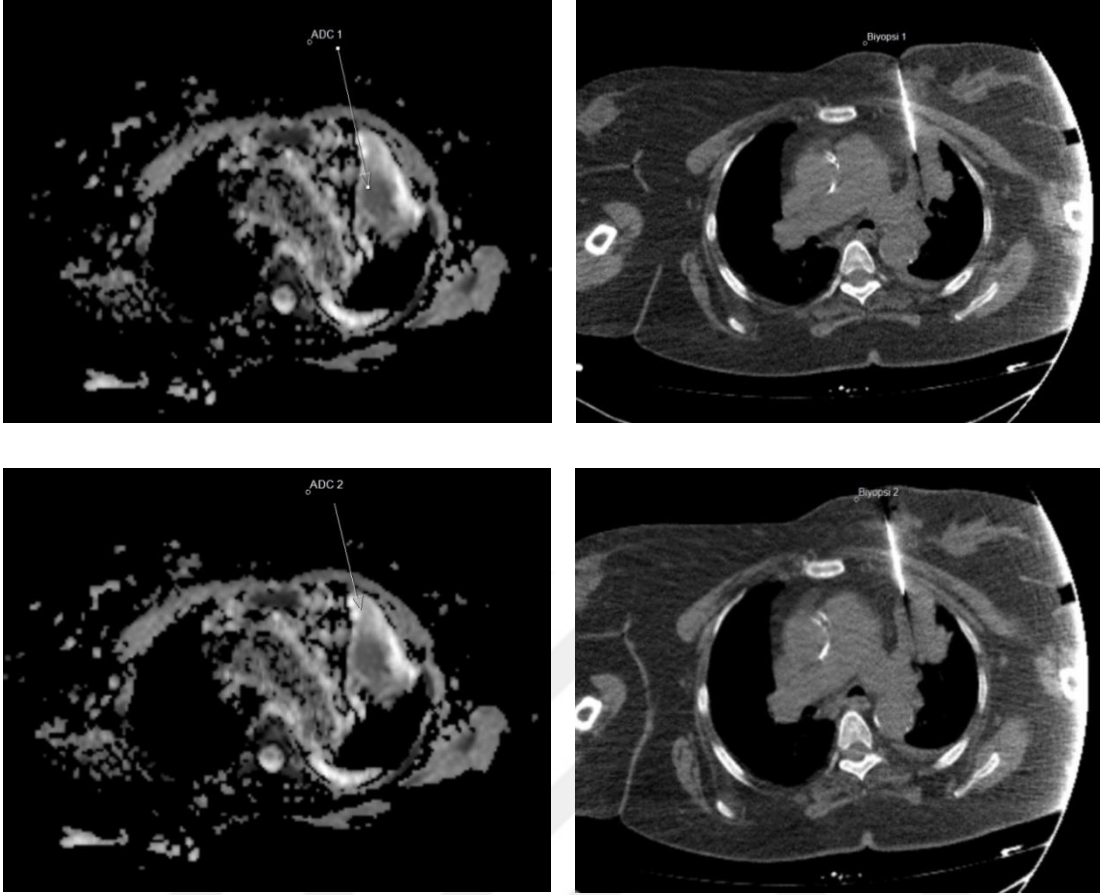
72 yaş erkek hasta. Sol akciğer parahiler alanda 6.5x4 cm boyutlu kitle. Biyopside lezyonun lateral kesimi hedeflenmiştir. SUV değeri 12,3 olarak belirtilmiştir. ADC1 değeri $1,24 \times 10^{-3} \text{ mm}^2/\text{s}$ ölçüldü. Patoloji sonucu yangı olarak raporlandı.
